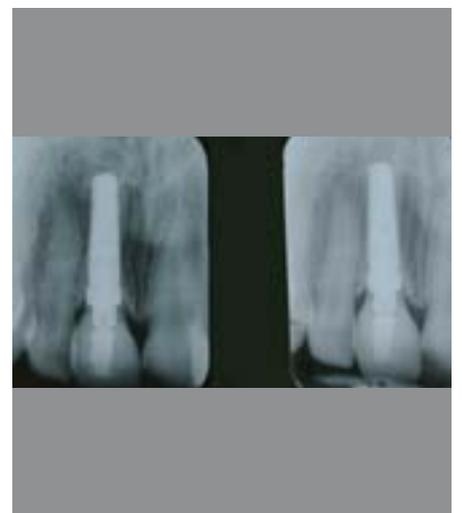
Abschlussröntgenaufnahmen nach einem und nach drei Jahren.
